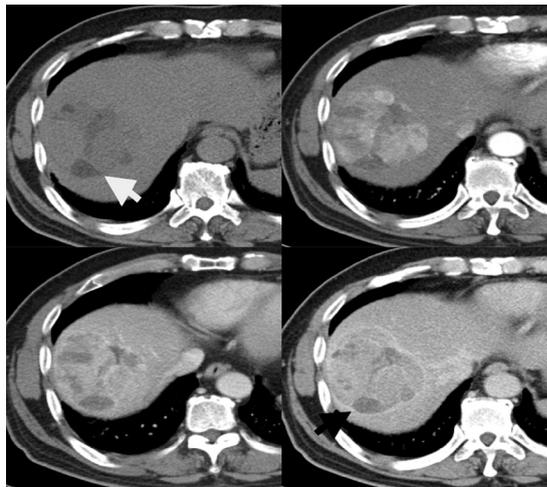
간암의 전산화단층촬영(CT) 영상. 조영 전 CT(왼쪽 위)에서 저음영의 종괴가 보이고 지방 성분이 더 낮은 음영으로 보임(흰색 화살표). 동맥기(오른쪽 위)에 비균질한 과혈관성의 종괴가 있고 문맥기(왼쪽 아래)에 씻김(washout)을 보임. 지연기(오른쪽 아래)에 종양 바깥에 고음영의 피막이 보임(검은 화살표). 지방변성과 피막을 가진 전형적인 간세포암의 CT 영상임.
